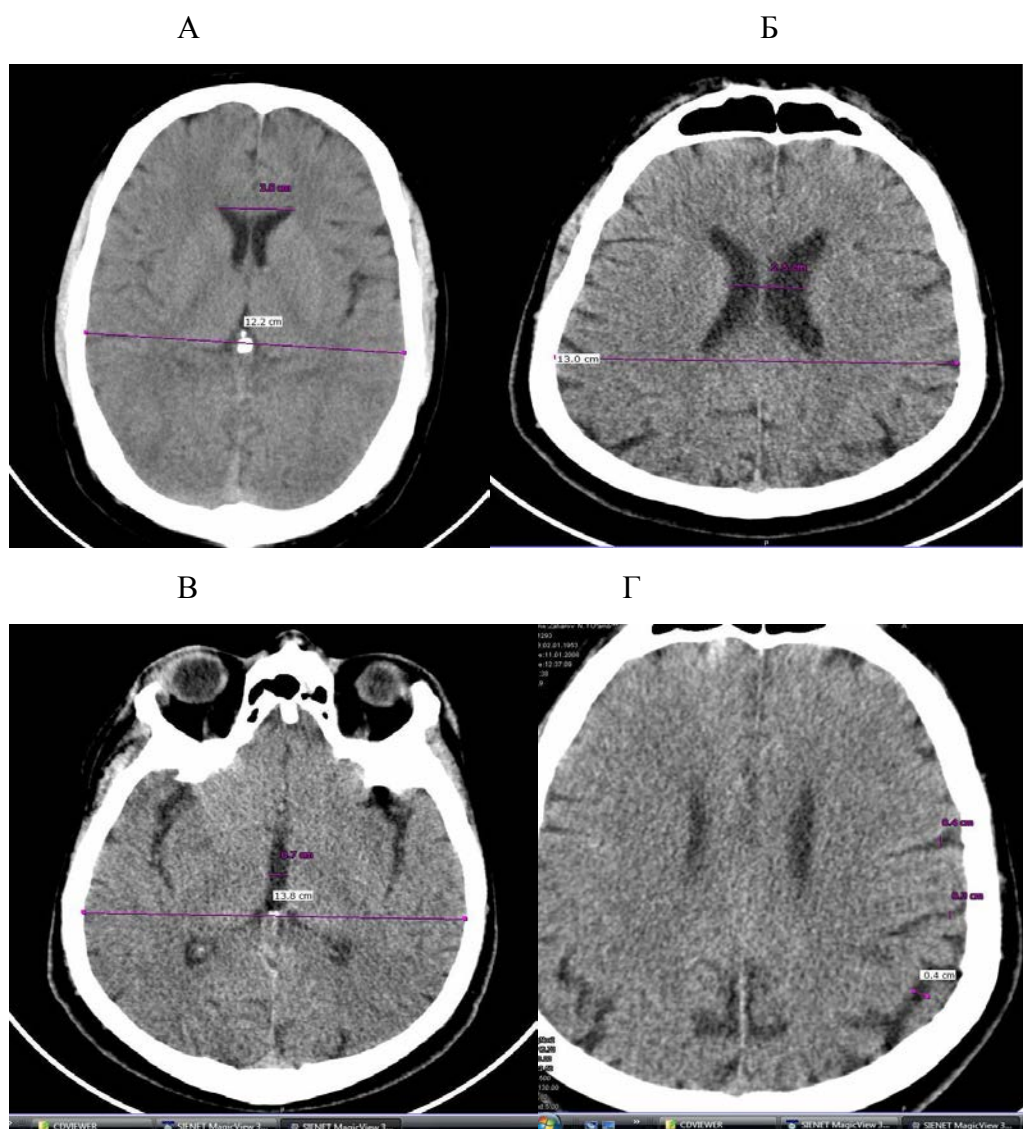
Способы измерения основных параметров при проведении МРТ головного мозга: А.Определение ИПР; Б.Определение ИТелЖ; В.Определение ИТретЖ; Г.Измерение ширины основных борозд.
